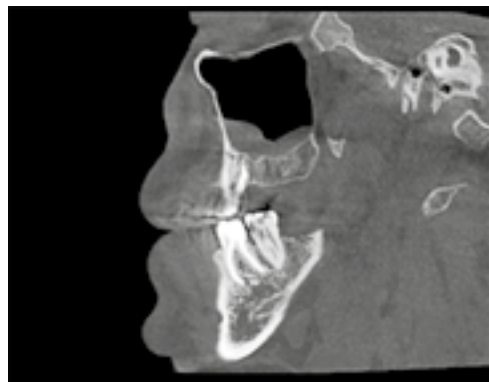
Dintele 1.6, 4.6 în proiecție sagitală pe CBCT
